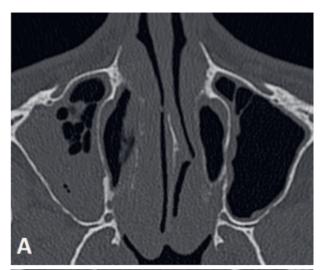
Sinusite aiguë Coupes TDM axiale (A) et coronales (B-C): épaississement muqueux maxillaire bilatéral avec un comblement liquidien déclive siège de bulles d'air traduisant une sinusite aiguë.
